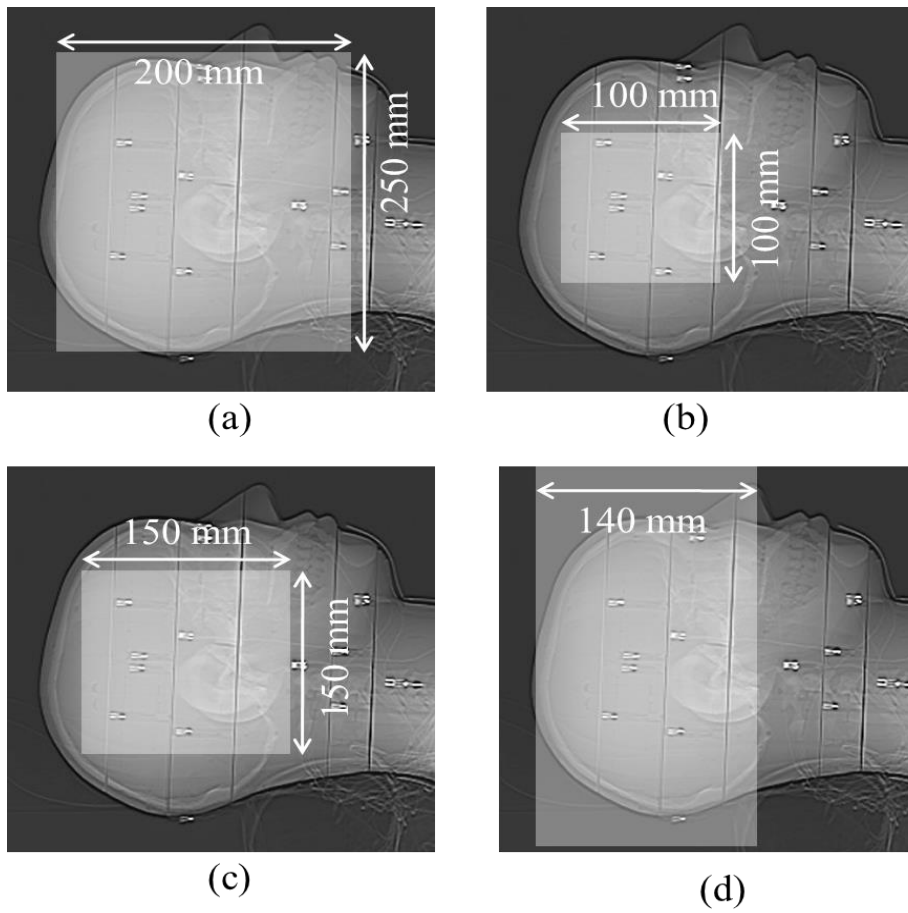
3DRA, CBCT および MDCT のスキャン範囲. a) CBCT Normal モード, b) CBCT HR モード
